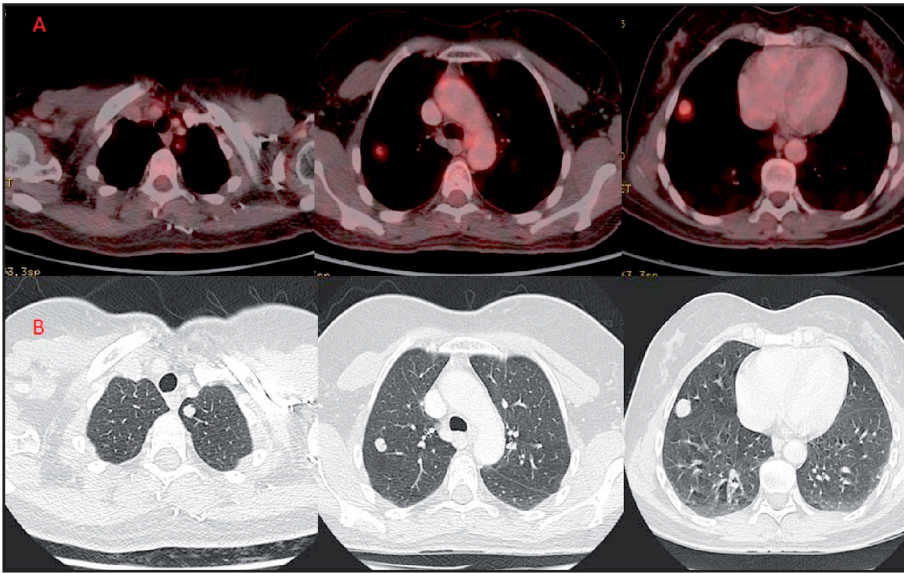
Nódulos pulmonares hipermetabólicos en LSI, LSD y LM. (A: imágenes de fusión PET-TC; B: TC de tórax con ventana de pulmón).
